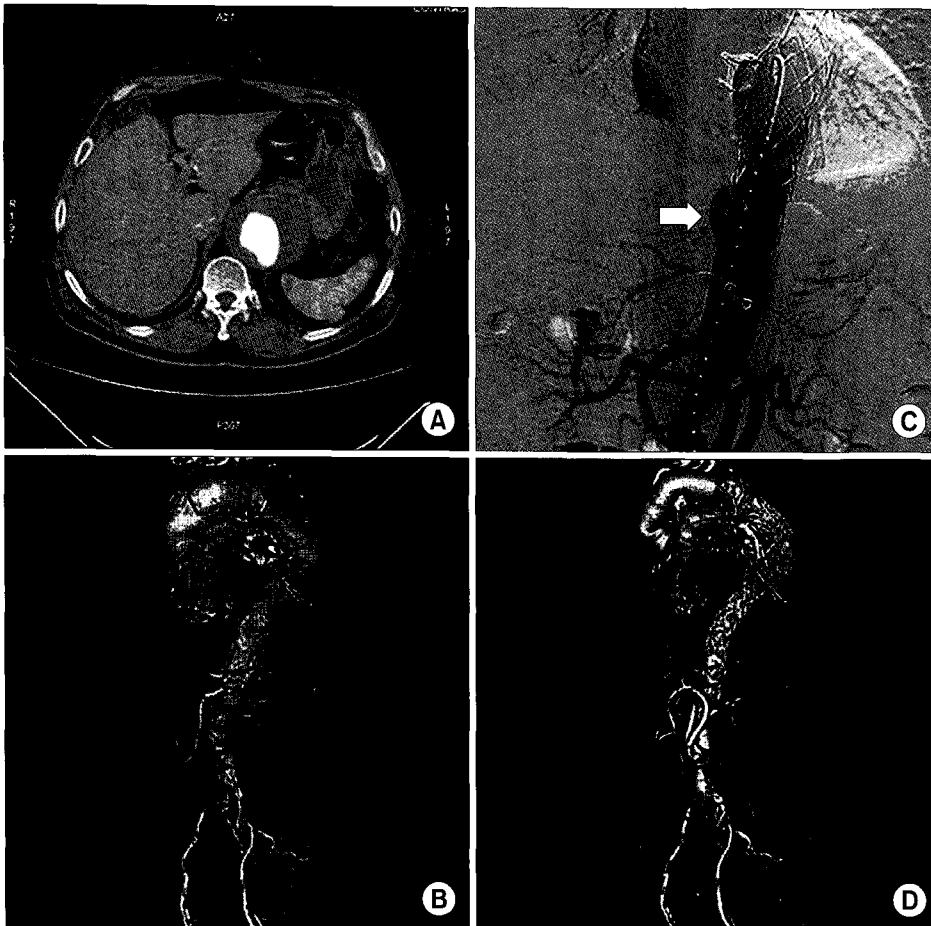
(A) Axial CT scan with contrast enhancement demonstrates aneurysmal dilatation of aorta at the level of diaphragm and the largest diameter was 7 cm. (B) Preoperative CT angiography demonstrates extensive aortic aneurysm. (C) Aortography with a pigtail catheter positioned within the stent graft demonstrates persistent contrast material filling at aneurysmal sac (arrow), suggesting type III endoleak. (D) Post-operative CT angiography demonstrates visceral debranching with extra-anatomic bypass grafting and endovascular aortic aneurysm repair.
